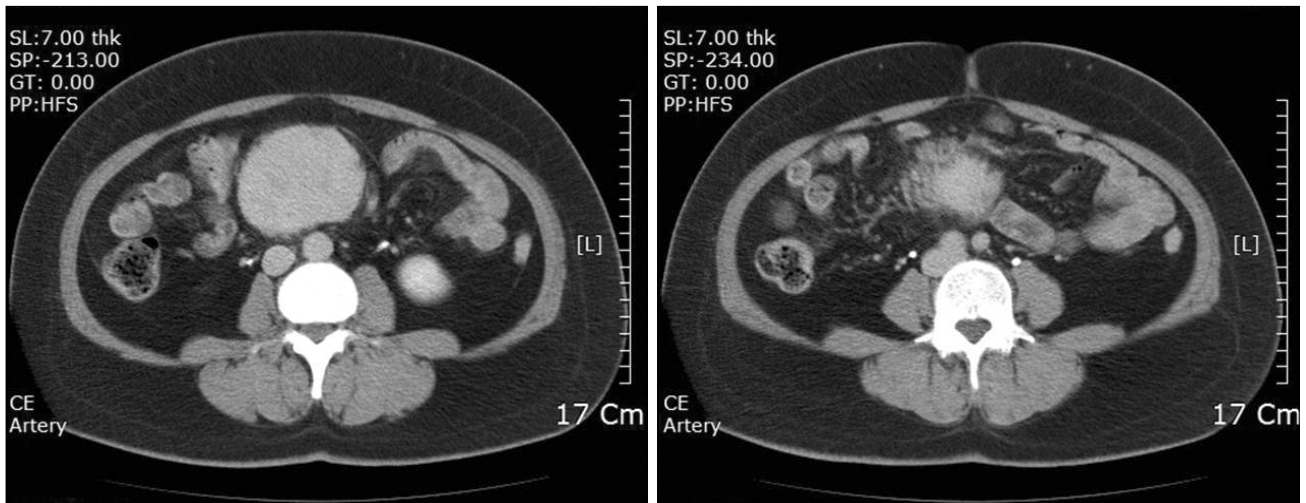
Abdominal CT finding. 7×8 cm sized low-attenuating mass is visible in the small bowel mesentery. The anterior small bowel is pressured by the mass.
